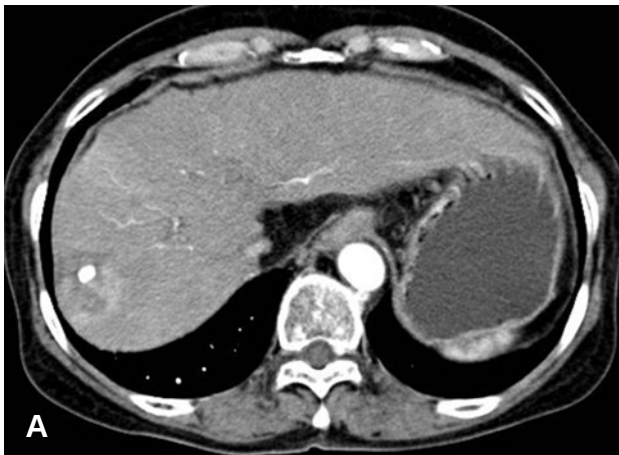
(A) CT shows an 8-cm mass around Lipiodol uptake in the right hepatic lobe, which is hyperattenuated in the arterial phase and hypoattenuated in the equilibrium phase (not shown). This implies marginal recurrence of the hepatocellular carcinoma in a previous TACE lesion. (B) PEIT under CT guidance. In all, 21 mL of ethanol were injected with a 21-gauge needle into the recurrent hepatocellular carcinoma over two sessions.
